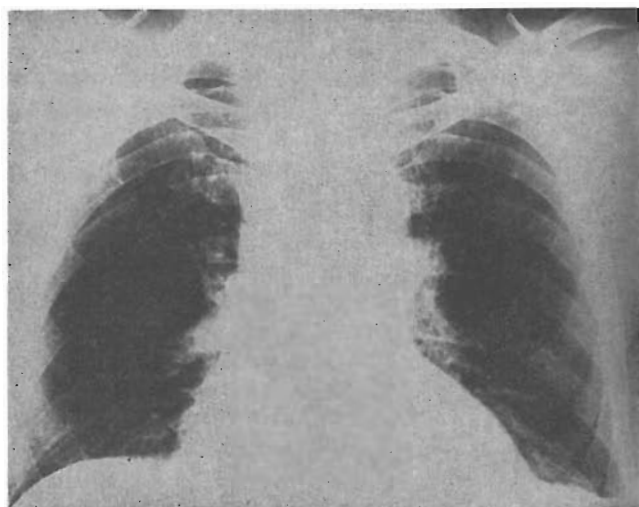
Radiografía de tórax, en enero de 1983.
